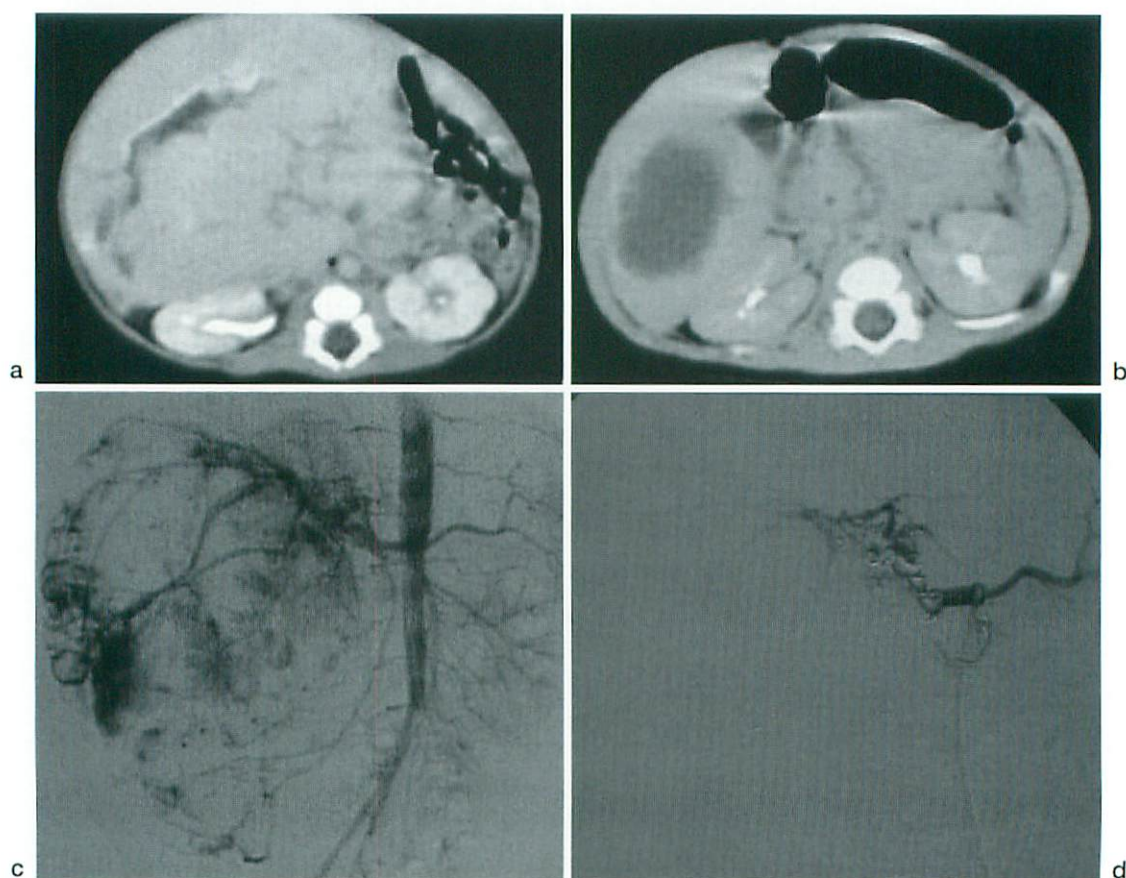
One-month-old boy with infantile hemangioendothelioma and Kasabach-Meritt syndrome. Abdominal CT with contrast enhancement shows huge hypervascular mass in the liver (a). Abdominal angiography of pre (c) and post (d) hepatic arterial embolization. The hepatic artery was embolized with some coils. Abdominal CT 4 months after embolization shows that the hepatic mass had shrink (b).
